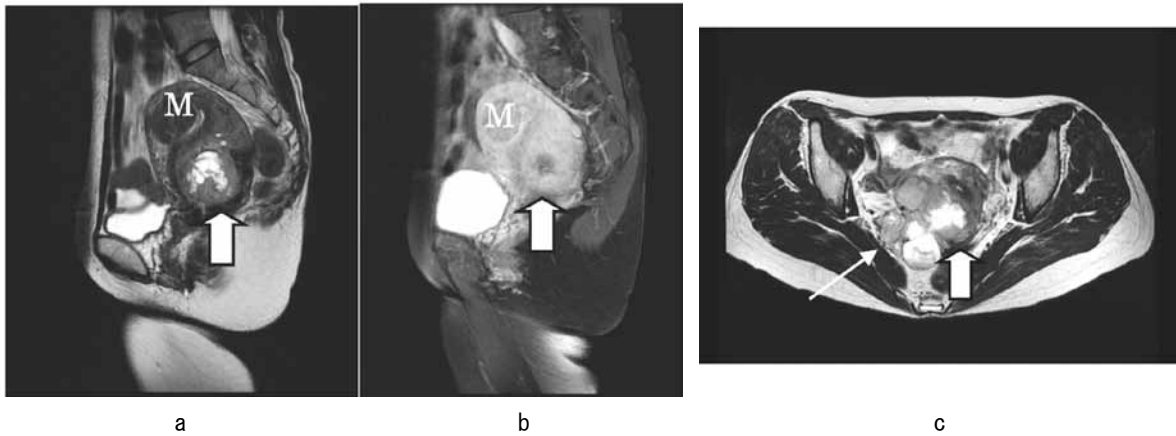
MRI画像。子宮体部右側後壁に筋層内腫瘍(太矢印)が明瞭に描出され、ガドリニウムにて淡く造影されている。右骨盤底部(右基靱帯下部)に腫瘍(細矢印)が認められる。M;筋腫。a;MRI T2強調矢状断面像、b;造影MRI T1強調矢状断面像(脂肪抑制画像)、c;MRI T2強調横断面像。
